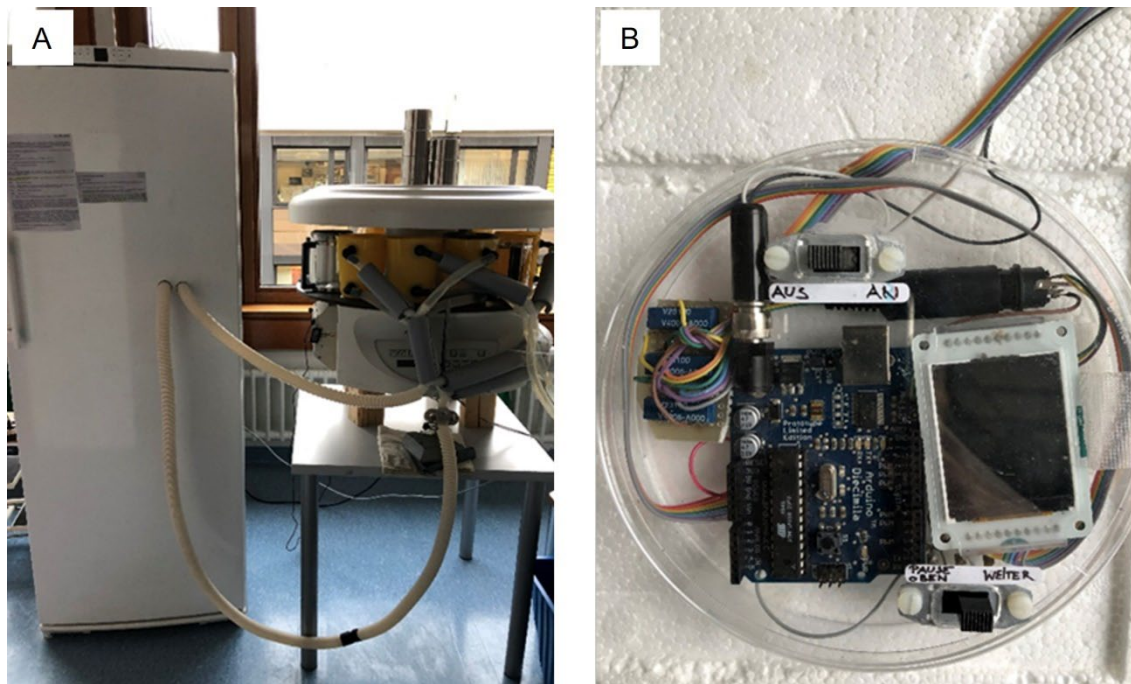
TC im Aufbau. (A) in der Übersicht: V.l.n.r.: Kühlschrank, Parafin-Einbettungsgerät (Fa. Leica, Wetzlar) und Wasserbad (B, C).
